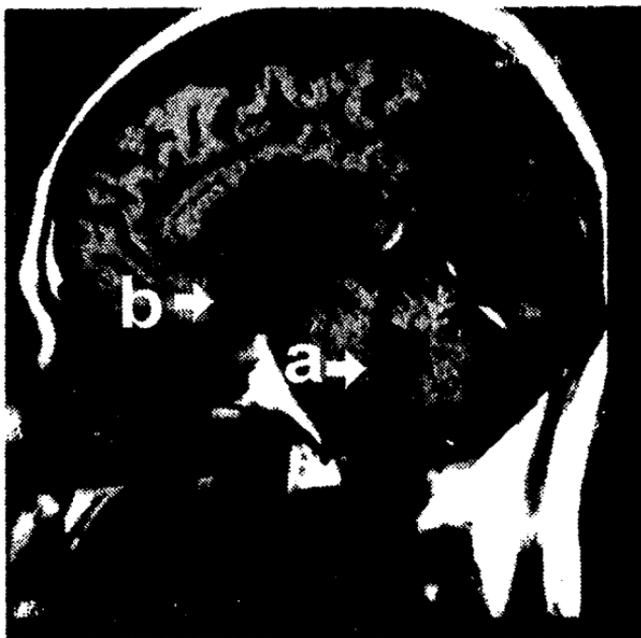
Corte sagital de T1 de IRM con gadolinio:la flecha (a) muestra quiste de cisticerco dentro del IV ventrículo, que ocupa prácticamente toda la cavidad, agrandándola y deformándola. Se aprecia reforzamiento periférico de la lesión. la flecha (b) muestra quiste frontal de cisticerco.
